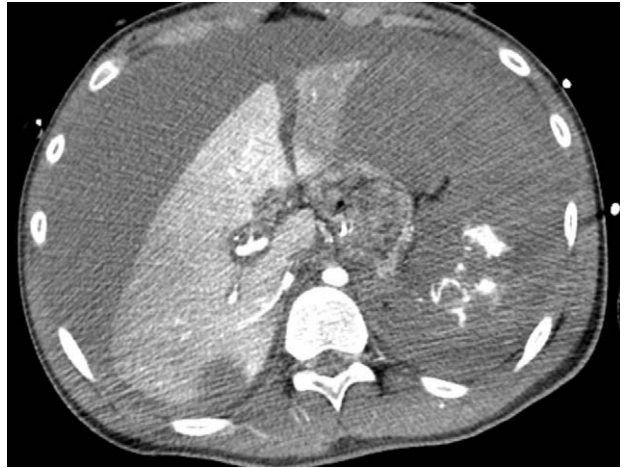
The second CT image. Hemoperitoneum is increased and inferior vena cava is collapsed.
